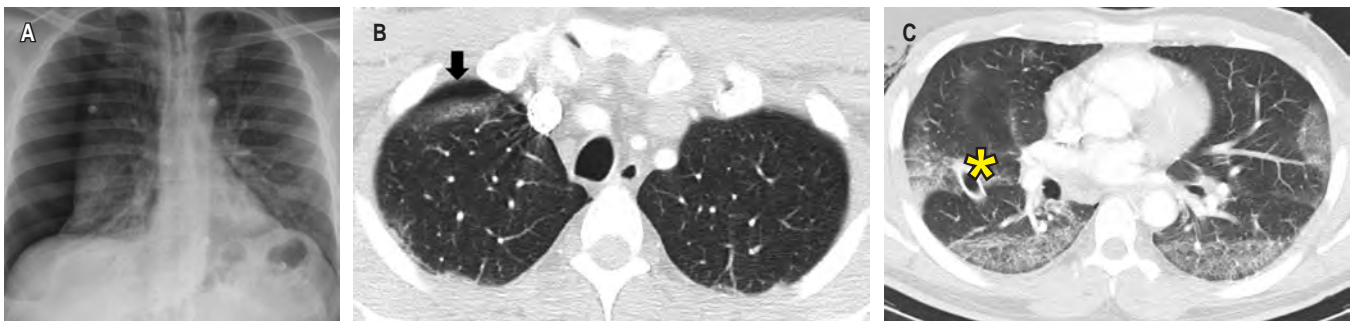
Radiografía de tórax, proyección posteroanterior. A) Neumotórax derecho. B, C) Angio-TC de tórax, ventana para pulmón, plano axial. Se observa cámara de neumotórax (flecha negra), vidrio esmerilado de predominio en lóbulos inferiores, tubo de tórax (asterisco) y enfisema subcutáneo derecho.
